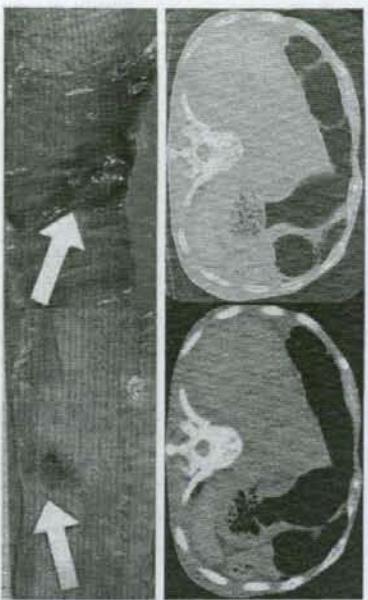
腹部の死後CT。A：腫瘍の死後CT。B：腫瘍の死後CT。右と肝臓の正常像（左）を比較する。通常では腫瘍は肝臓よりもCTで強化されるが、このCTでは強化されず、肝を追うことで、通常に弱弱するところ（弱弱するところ）が強調される（肝は肝硬変である）。
